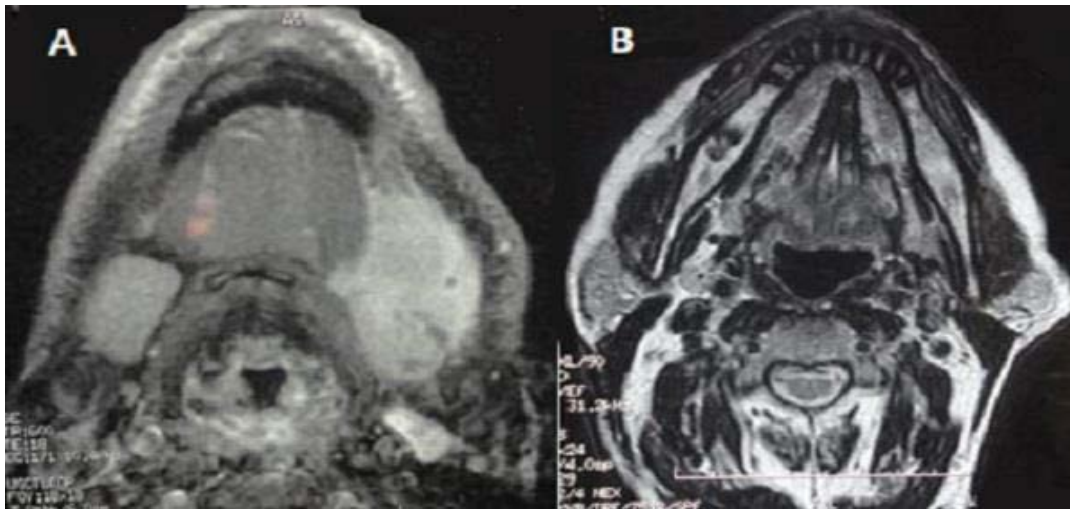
IRM en coupe axiale montrant: (A) lymphome de la glande sous maxillaire; (B) rémission complète au contrôle post chimiothérapie.
